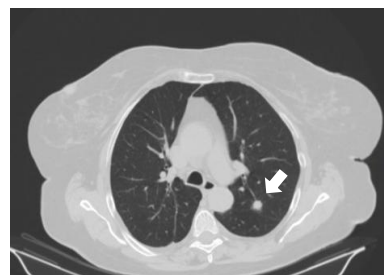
TC de paciente con NPS sólido.
